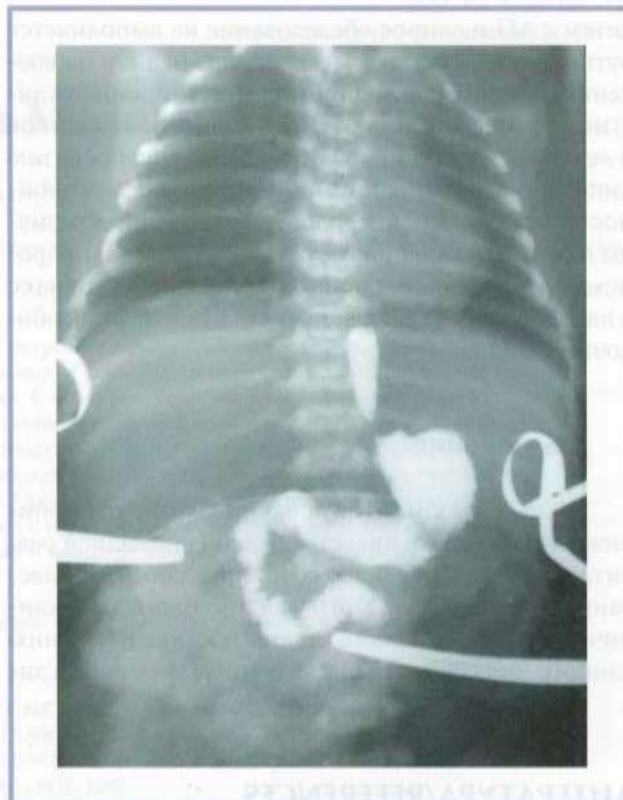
Рентгенограмма желудка и пищевода: определяется микрогастрия, окклюзия (атрезия) дистального отдела пищевода на уровне диафрагмы.
